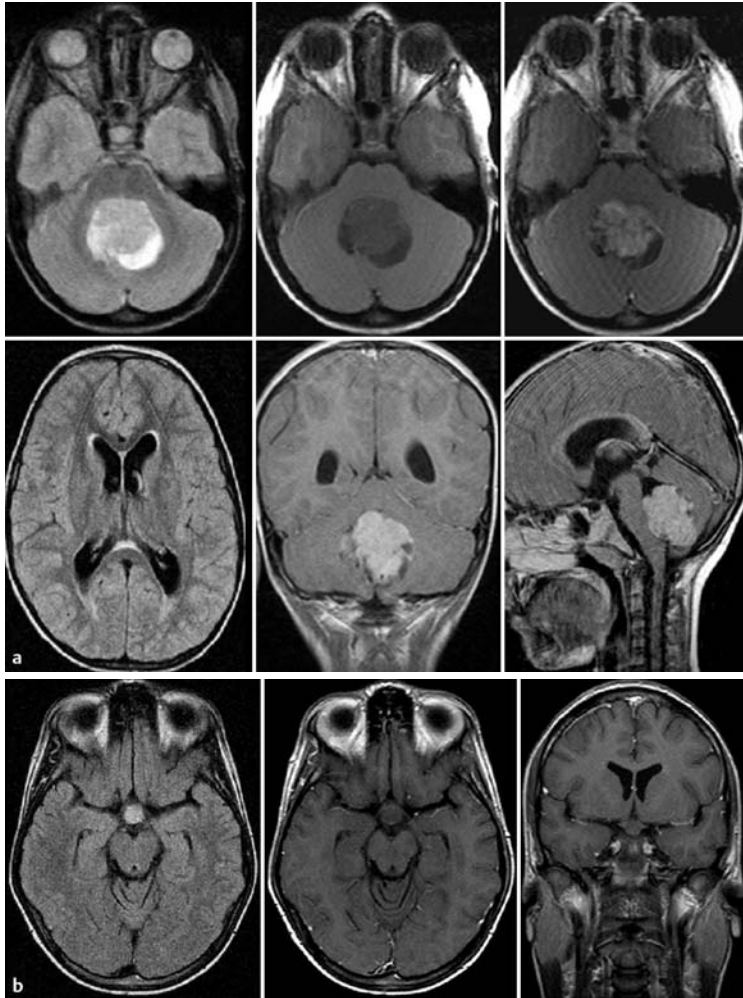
Medulloblastom und Metastase eines Medulloblastoms. a Medulloblastom (T2-Gewichtung, T1-Gewichtung ohne und mit Kontrastmittel axial, FLAIR axial, T1-Gewichtung mit Kontrastmittel koronar und sagittal). In den IV. Ventrikel vorwachsende kontrastmittelanreichernde Raumforderung der Mittellinie, deren solider Anteil nur gering T2-hyperintens ist; zusätzlich Liquorzirkulationsstörung mit transependymalen Abpressungen. b Nicht kontrastmittelanreichernde Medulloblastommetastase des Hypophysenstiels bei einem anderen Patienten (FLAIR axial, T1-Gewichtung mit Kontrastmittel axial und koronar).
